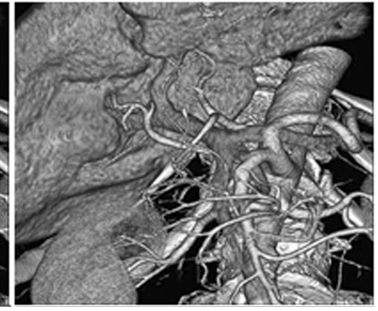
CT – angiografic combinat cu CT – colangiografic demonstrează relațiile anatomice între vena portă, anomalia arterei hepatice, tumoră hepatică, ductul hepatic comun.
